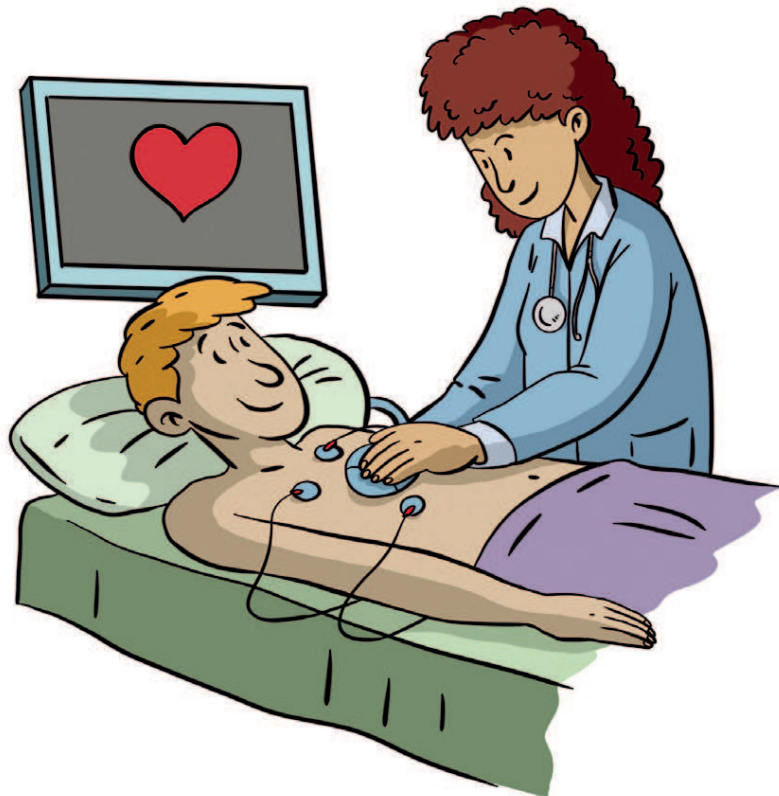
Ecocardiograma.
